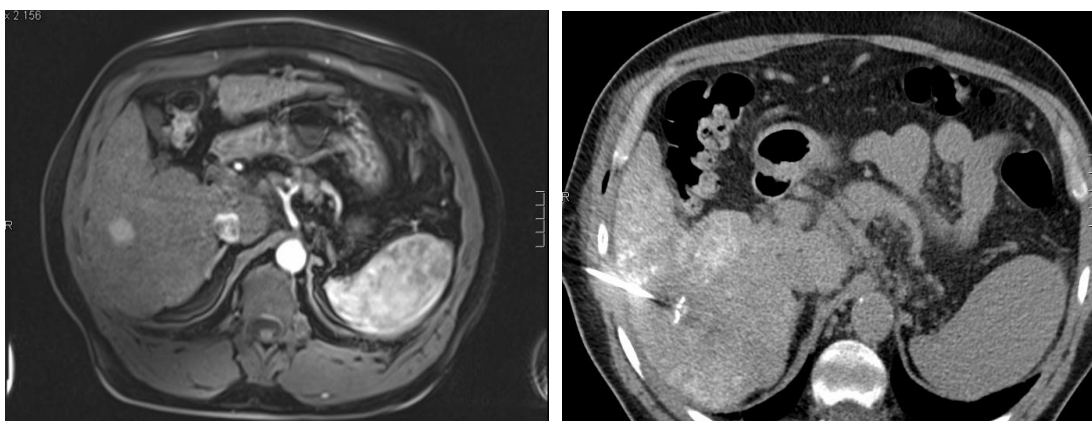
MRT vor RFA; CT-gesteuerte RFA
